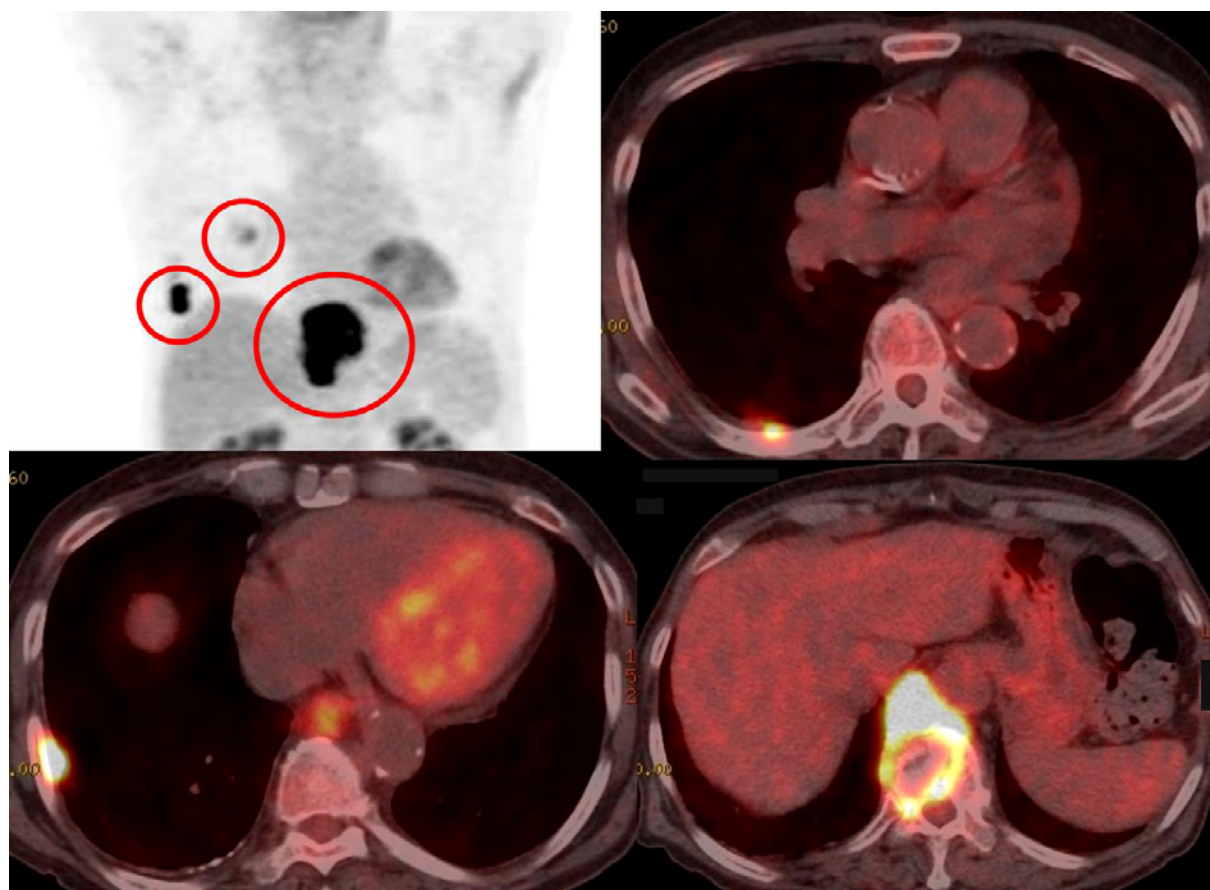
FDG-PET showing high-level accumulation in the nodule in the right peripheral pleura and posterior mediastinal mass (SUVmax: 12.38 in the delayed phase).
